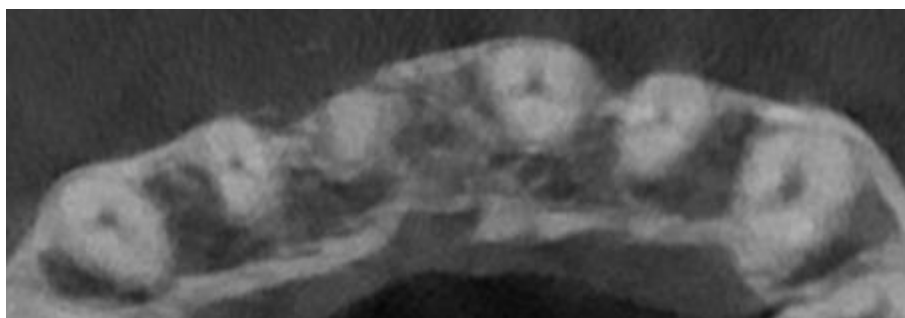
Tomografia 2 – Ausência do material intraósseo visto na tomografia 1.
